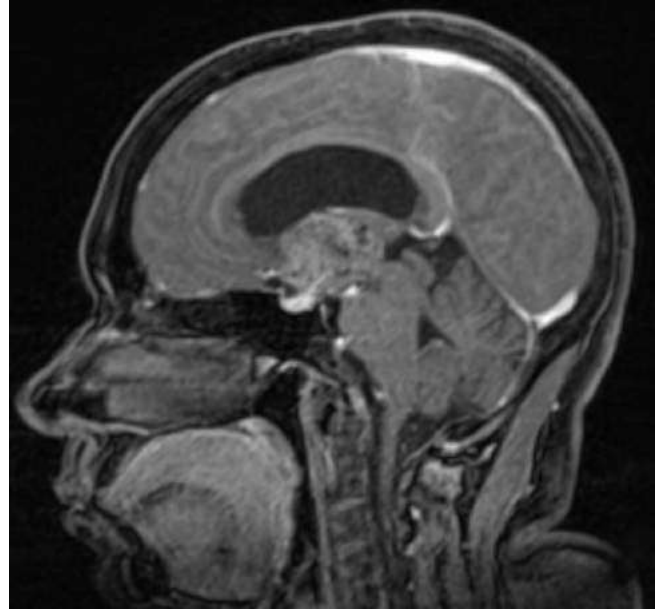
Craniofaringioma visto na RM (T2).
